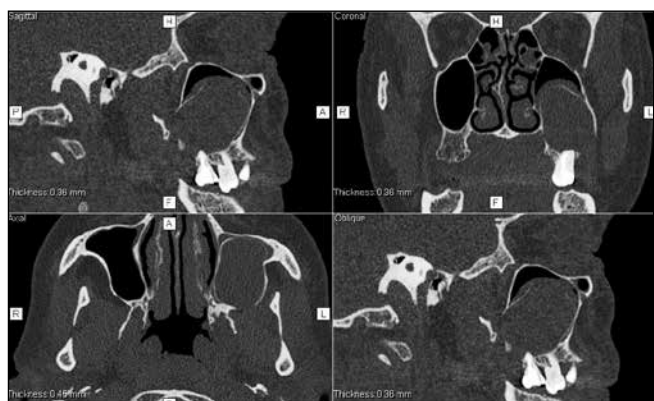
Радикулярная киста 27 зуба, проникающая в полость верхнечелюстного синуса слева. МСКТ
